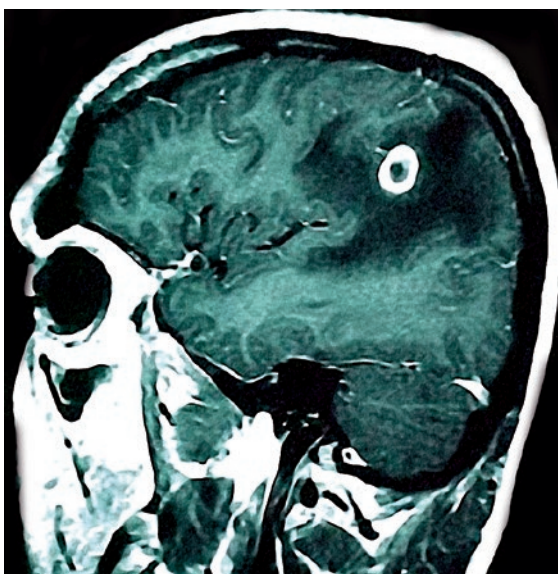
RM encefálica corte sagital, sequência pesada em T1 pós-contraste: grande lesão única em fase granulonodular, com realce anelar e grande edema perilesional.
